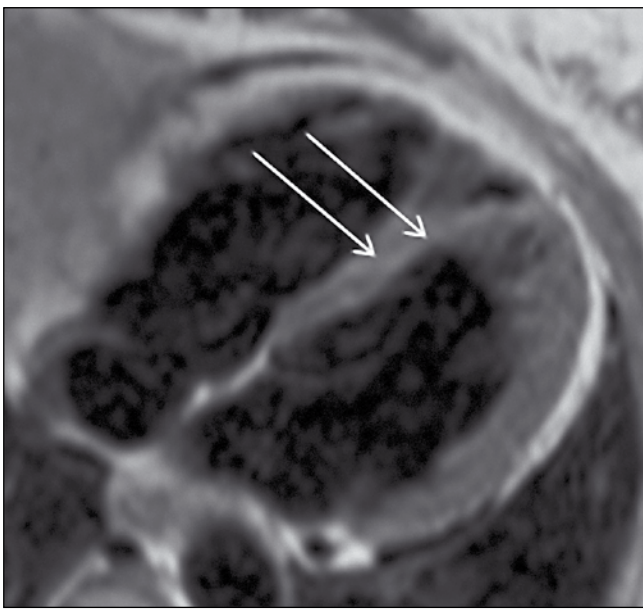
МРТ серця, 4-камерна проекція, режим T1-зважених зображень: неоднорідне підвищення сигналу в МШП
